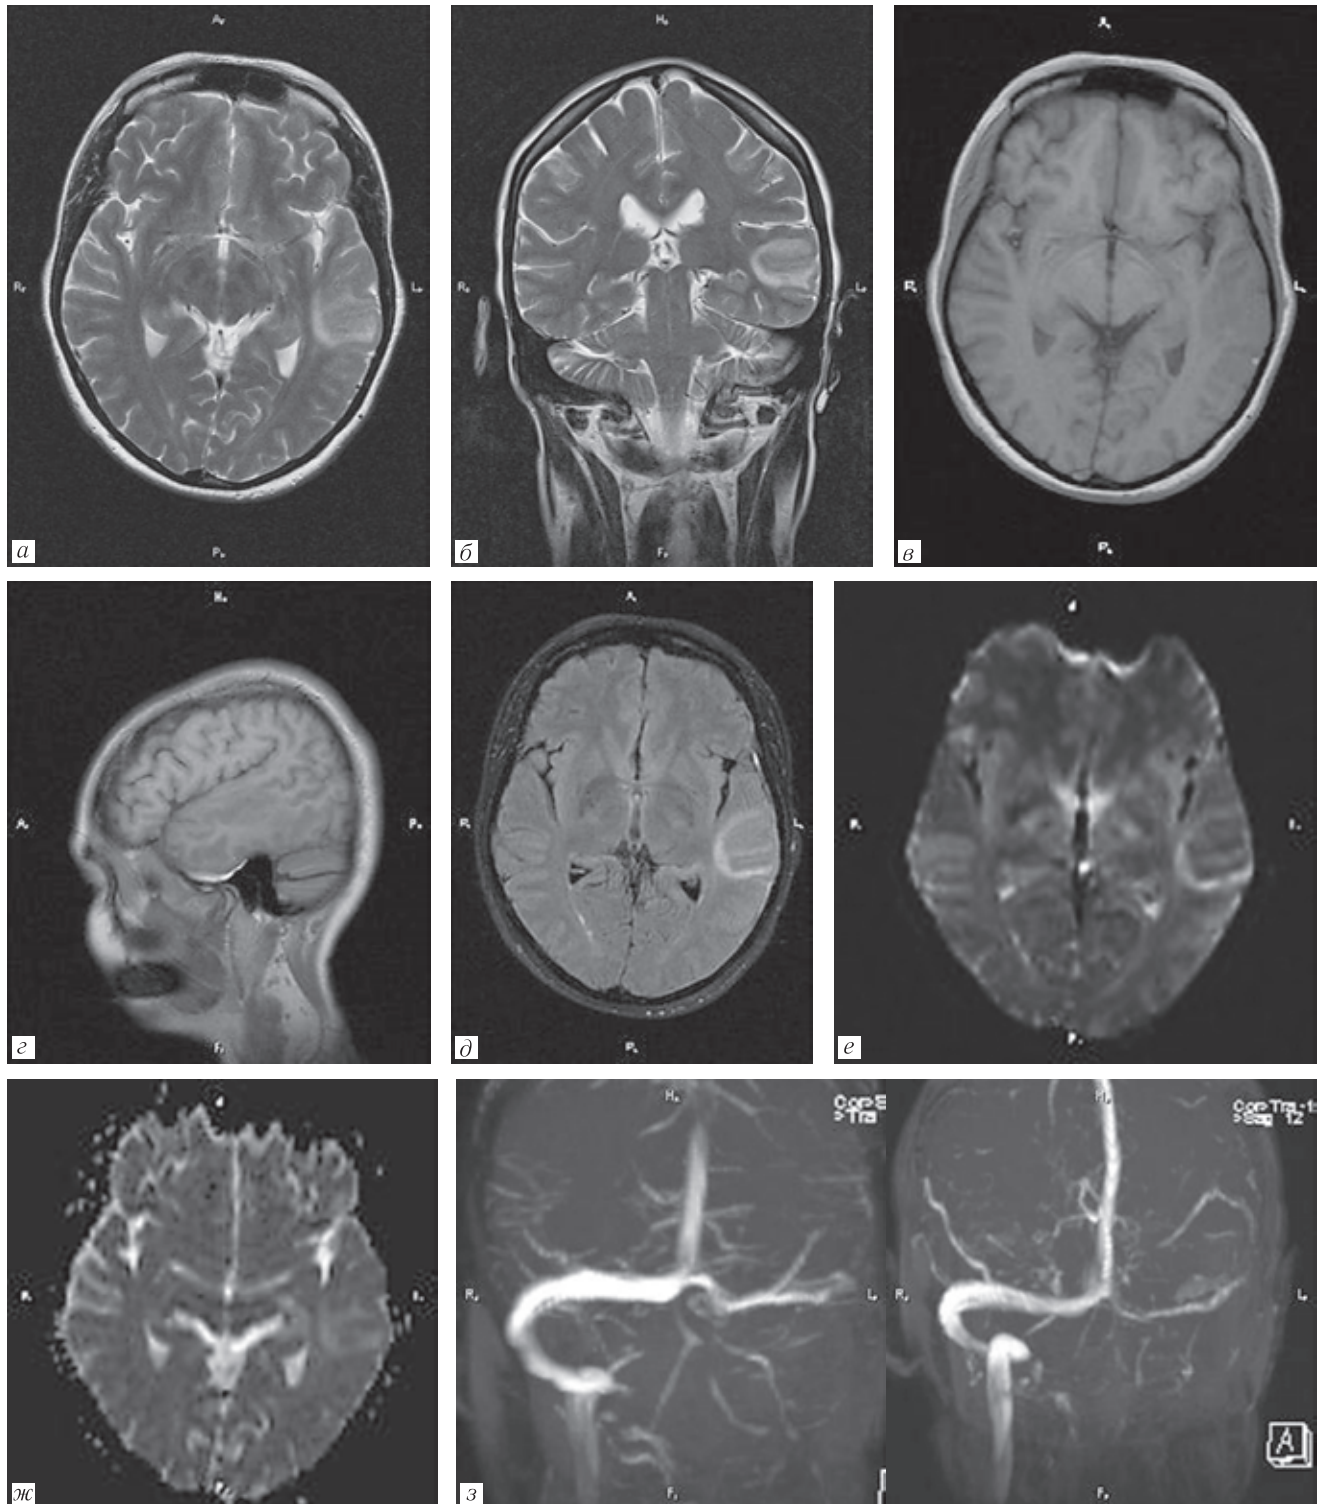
МР-признаки венозного инфаркта в проекции левой височной доли у пациентки с тромбозом левого сигмовидного синуса (а) аксиальная проекция Т2-ВИ, (б) корональная проекция Т2-ВИ, (в) аксиальная проекция Т1-ВИ, (г) сагиттальная проекция Т1-ВИ, (д) аксиальная проекция FLAIR, (е) DWI с $b=1000$ (ж) ИКД, (з) МР-венография
